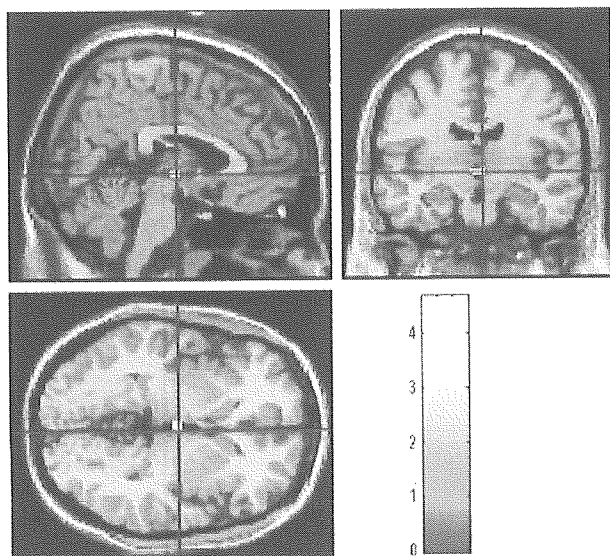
Brain activated regions during the visual exploration tasks in normal subjects. Statistical parametric maps, the voxels were superimposed on the MRI template from MNI (Montreal Neurological Institute)*. Height threshold at $p < 0.001$, uncorrected multiple comparison.
